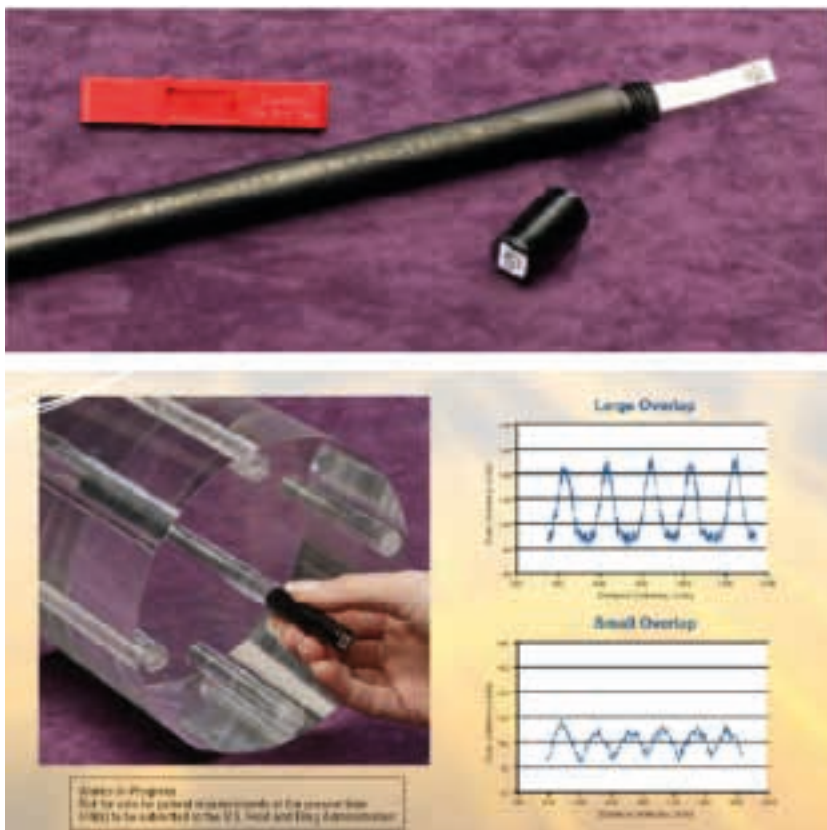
Fita OSL dosimétrica de  $\text{Al}_2\text{O}_3\text{:C}$  utilizada para medições de feixe entomografia computadorizada.
